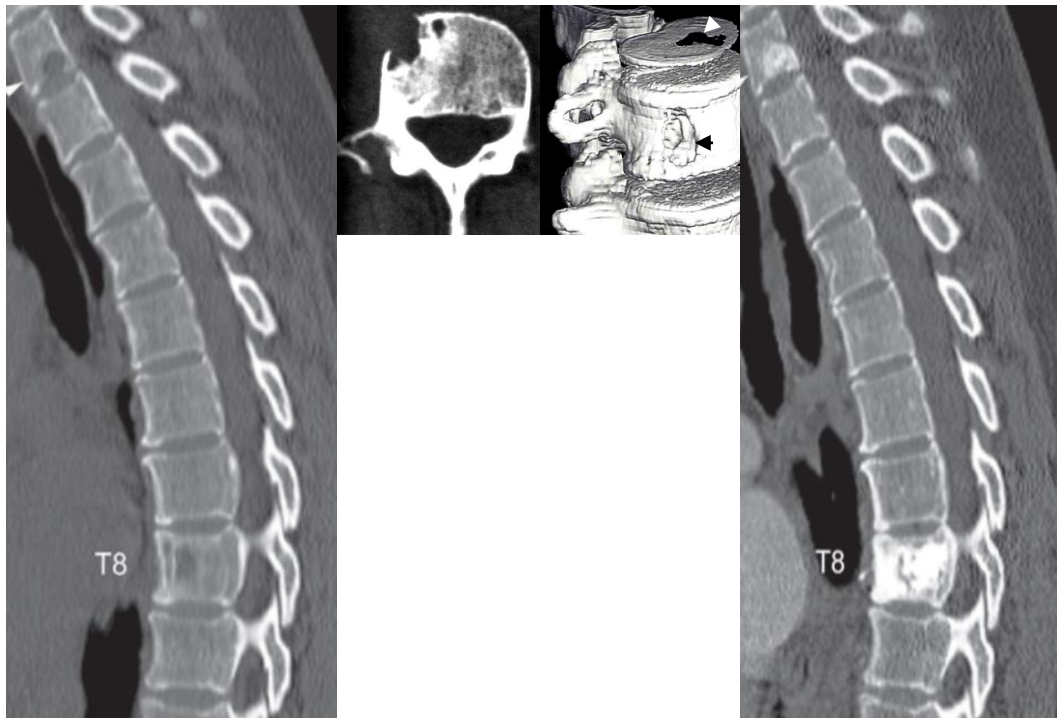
КТ у сагітальній, аксіальній і 3D реконструкція. Метастатичне ураження – при 3D реконструкції чітко відображається метастатичне ураження ще й у тілі T1 (рак підшлункової залози) та стан після вертебропластики.
